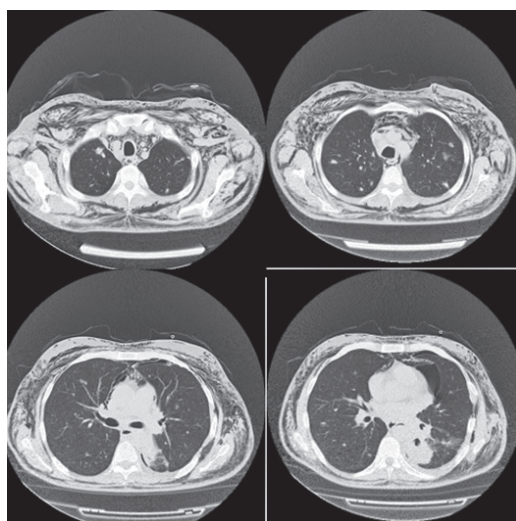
КТ ОГП пацієнта до початку лікування
